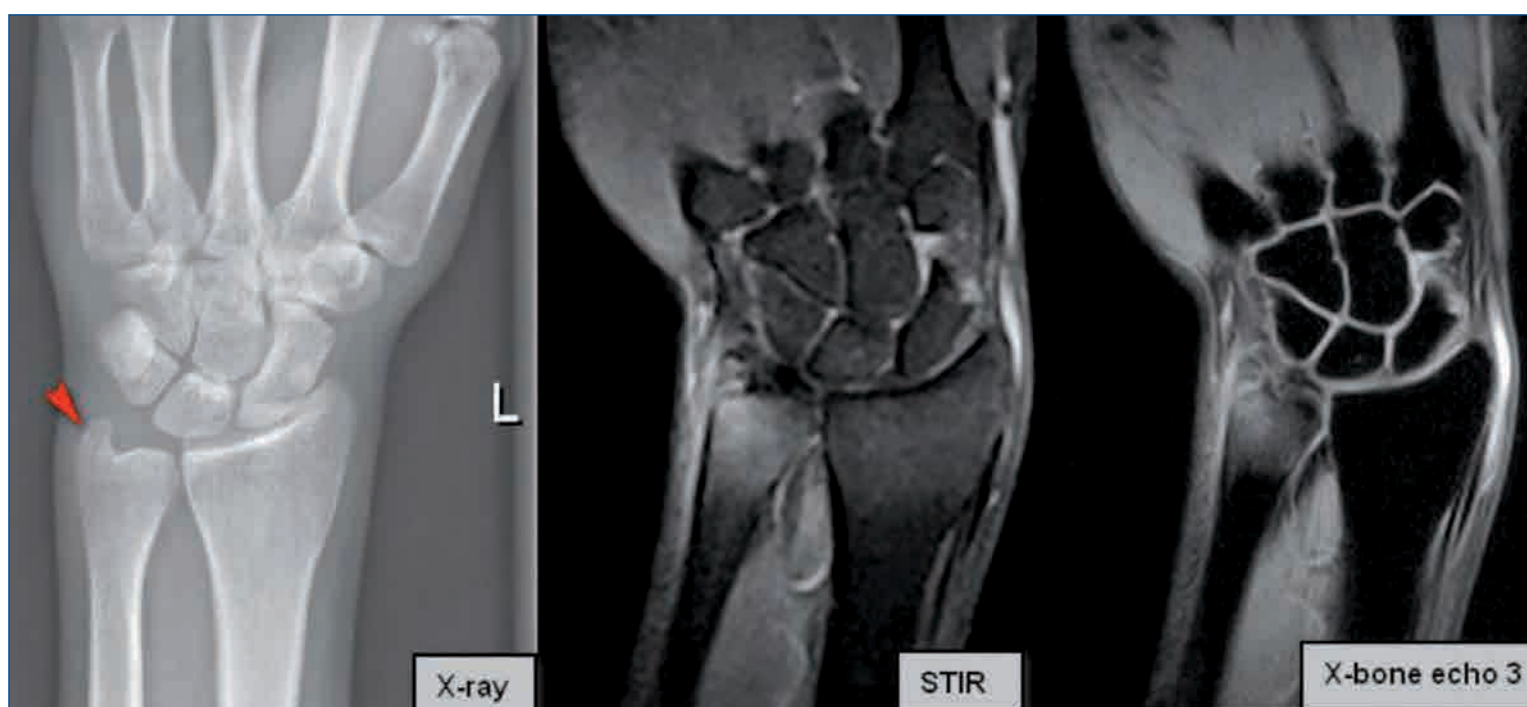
Frattura della stiloide ulnare sinistro: indagine Rx dubbia per frattura (punta di freccia rossa). La successiva indagine RM ha confermato la linea di frattura con associato edema reattivo dell'osso. Notare come la sequenza X-Bone abbia fornito una immagine di maggiore qualità rispetto alla sequenza STIR.
